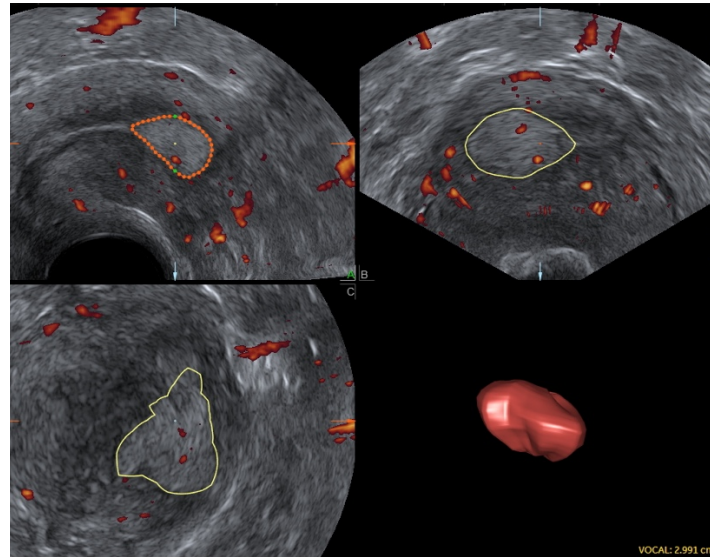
Cálculo del volumen tumoral de forma automatizada mediante ecografía 3D con el modo VOCAL™.
